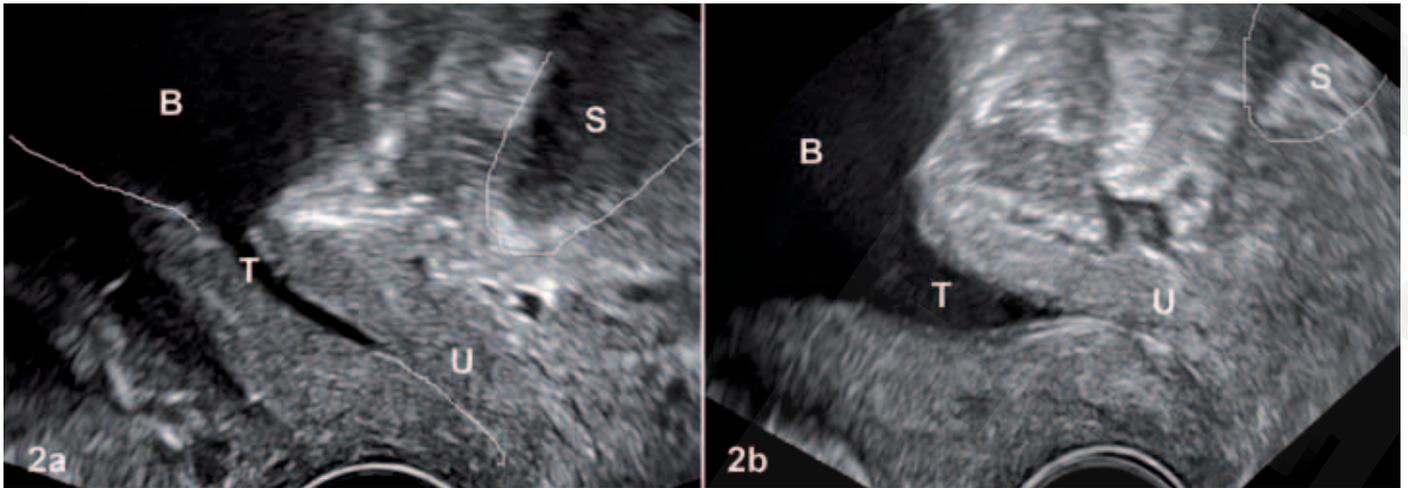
PF-Sonografie: Trichterbildung der proximalen Urethra beim Pressen als sonomorphologisches Korrelat bei Patientin mit Belastungsinkontinenz, 2a: mit vertikalem Descensus und schmalen Trichter, 2b: mit gemischt-rotatorischem Descensus und breitem Trichter und urethraler Hypermobilität (B = Blase, S = Symphyse, T = Trichter, U = Urethra)
